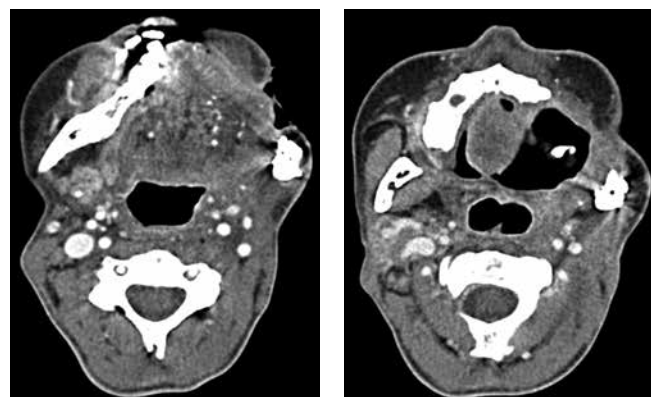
Компьютерная томография головы с внутривенным контрастированием (а, б) и внешний вид пациентки (в) после 6 курсов терапии ниволумабом (август 2019 г.)
